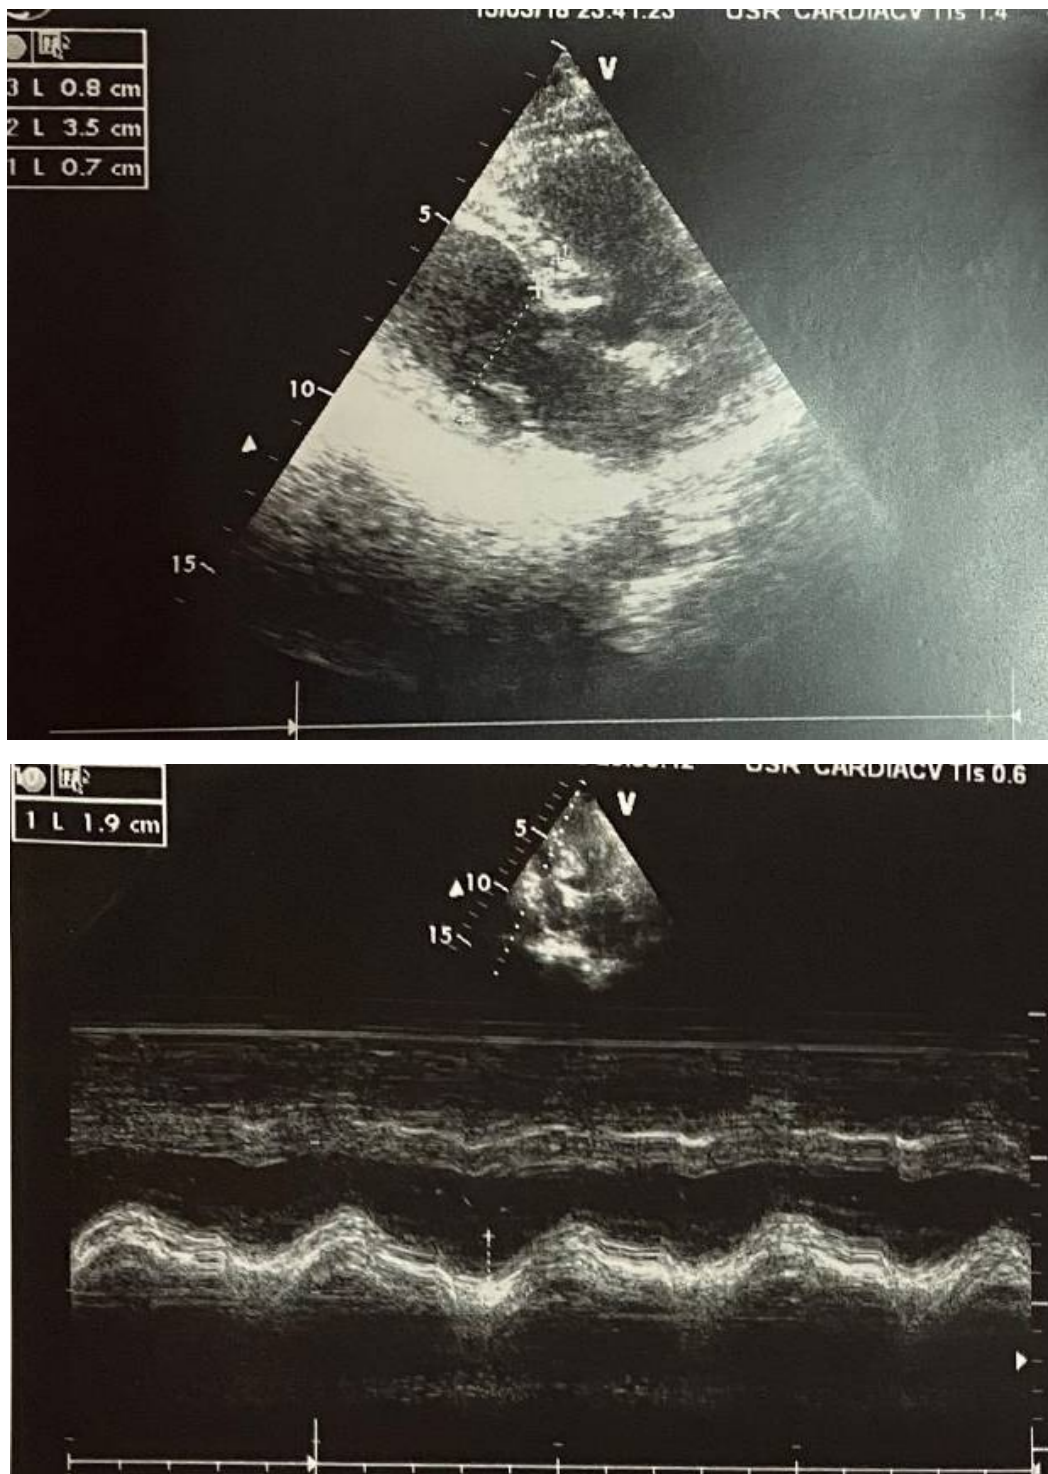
Echocardiographie transthoracique du patient 2
